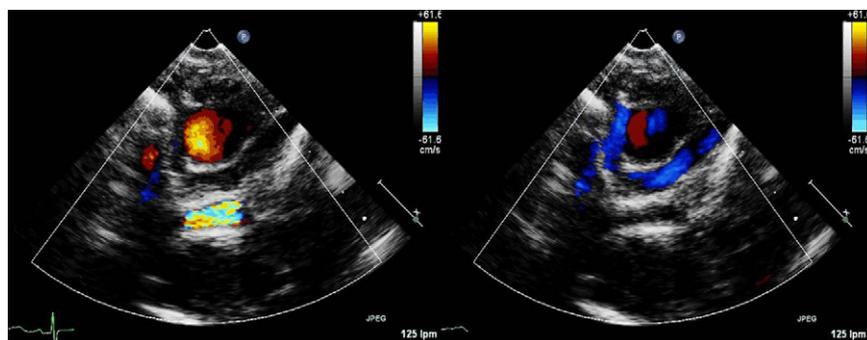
Imagen ecocardiográfica de proyección supraesternal con Doppler color en la que se aprecian 3 estructuras vasculares en diferentes momentos del ciclo cardiaco. A la izquierda, en sístole, se aprecia la aorta en posición superior y la rama pulmonar derecha en la parte más baja. A la derecha, en diástole, se observa bajo la aorta una estructura que se continúa con la cava superior y que es la vena innominada.
